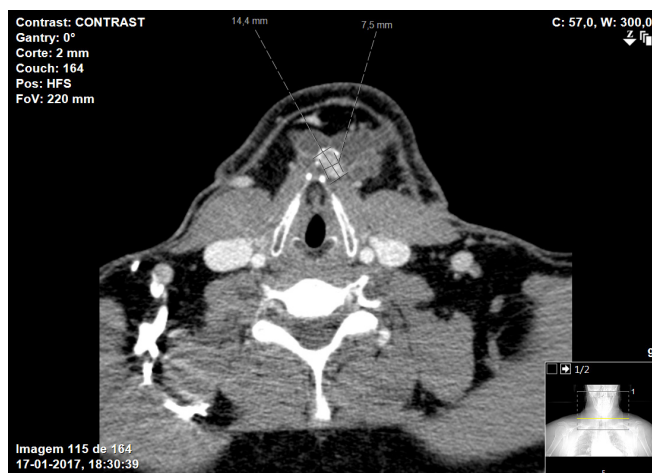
TC do pescoço: Na região sublingual pré e tiroideia evidência de formação nodular captante com 14 mm x 8 mm revelando calcificação periférica anterior envolvida por conglomerado de adenopatias.
